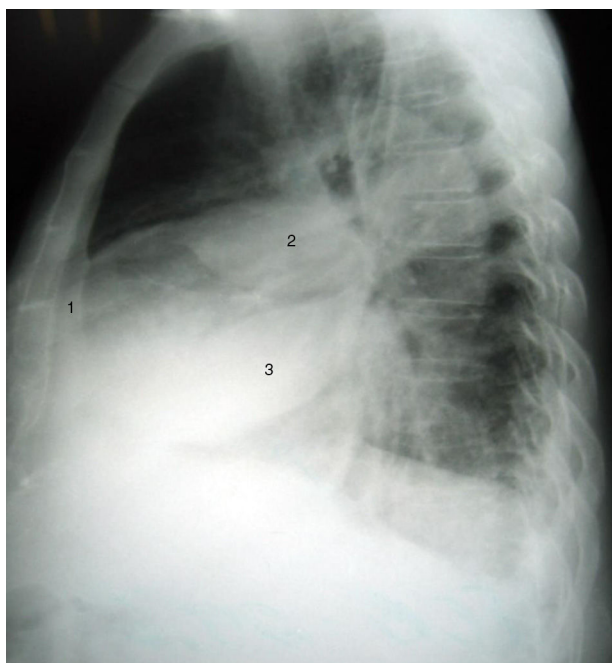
Radiografía lateral de tórax (Día 0, al ingreso) en la que se observa que las masas corresponden a líquido en las cisuras menor (2) y mayor (3) derechas. Persiste engrosamiento pleural (1).
